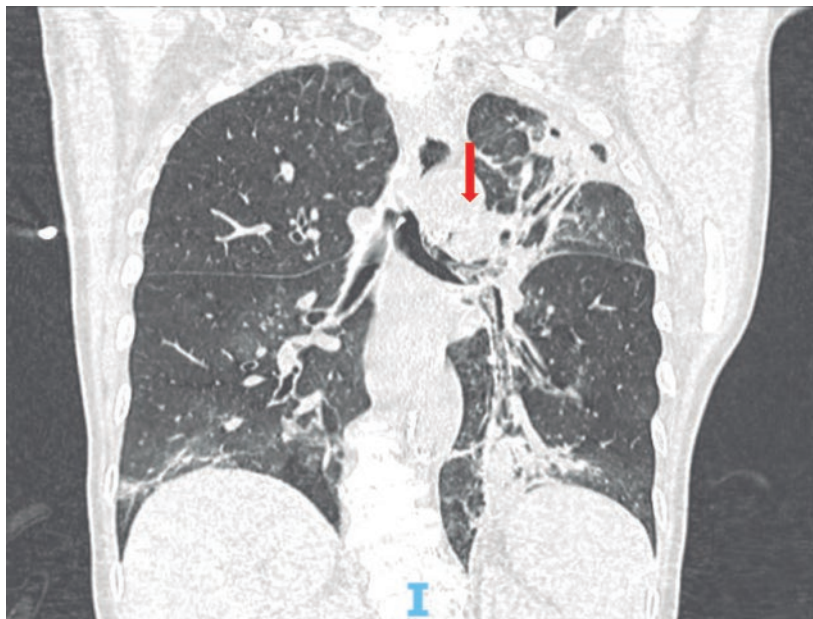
Tomografía computarizada al ingreso. Corte coronal en el que se observa el bronquio fuente izquierdo ocupado por coágulos.
